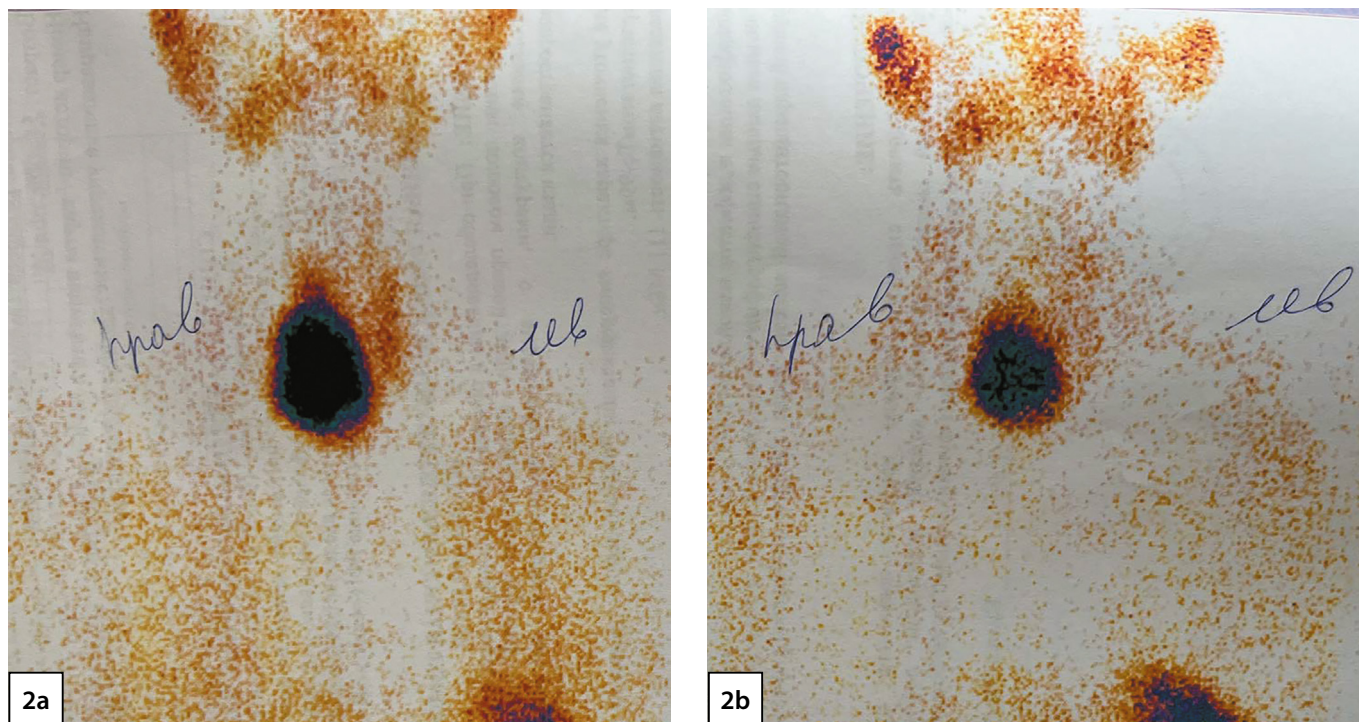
Сцинтиграфия околощитовидных желез: 2a — тиреоидная фаза; 2b — паратиреоидная фаза.
